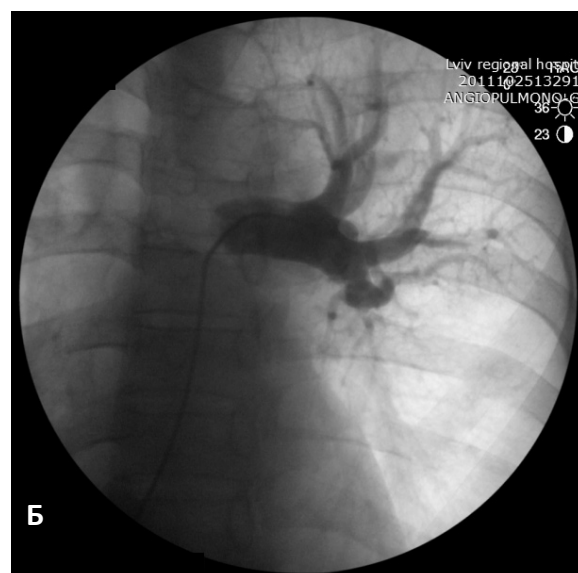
Ангіопульмонографія правої (А) і лівої (Б) легеневих артерій. В – видалений фібротичний матеріал із розгалужень обох легеневих артерій – III тип за S.W. Jamieson. Г – КТ-реконструкція легеневої артерії, стрілкою показана відсутня гілка до правої нижньої частки (вигляд ззаду).
